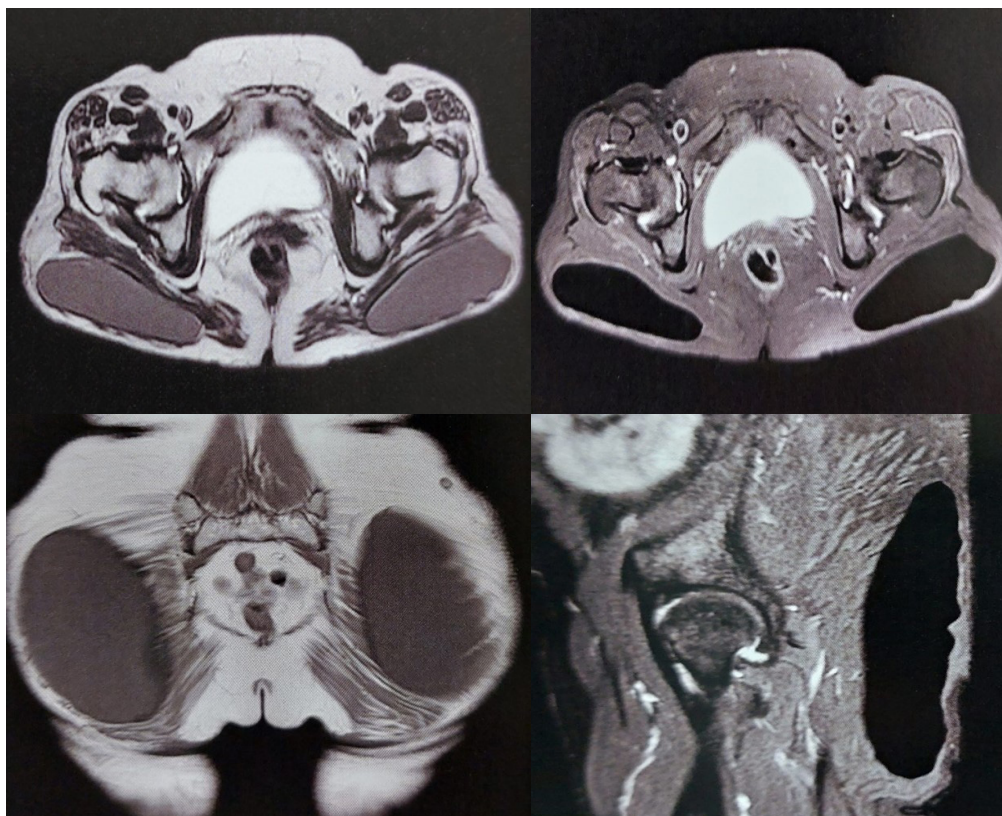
Ressonância magnética da bacia evidenciando próteses de silicone nos glúteos, bilateral, corte transversal em T1 com sinal intermediário (A), transversal em T2 com hipossinal (B), corte coronal em T1 com sinal intermediário (C) e em sagital T2 com hipossinal (D).
